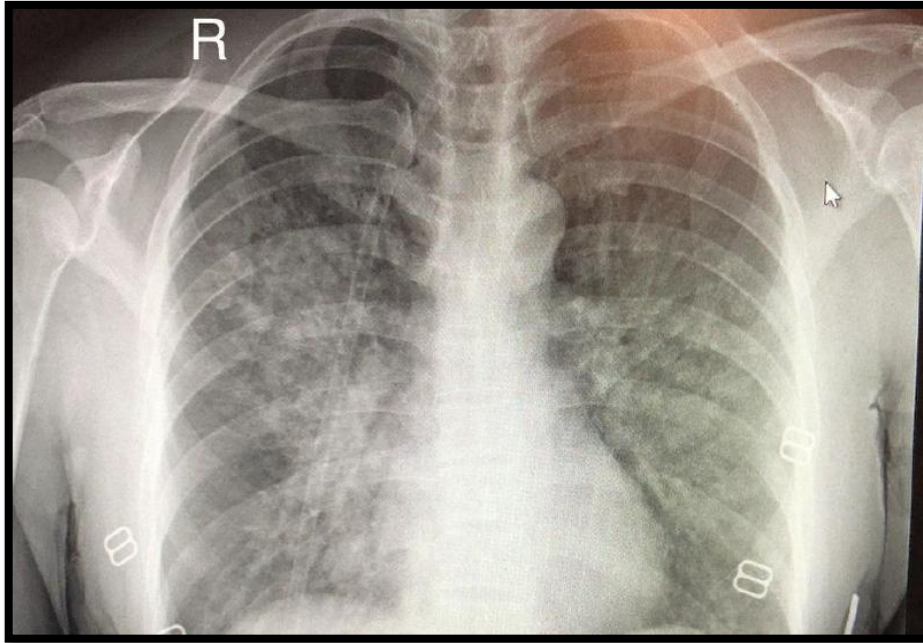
radiographie thoracique standard montrant des condensations alvéolaires bilatérales
